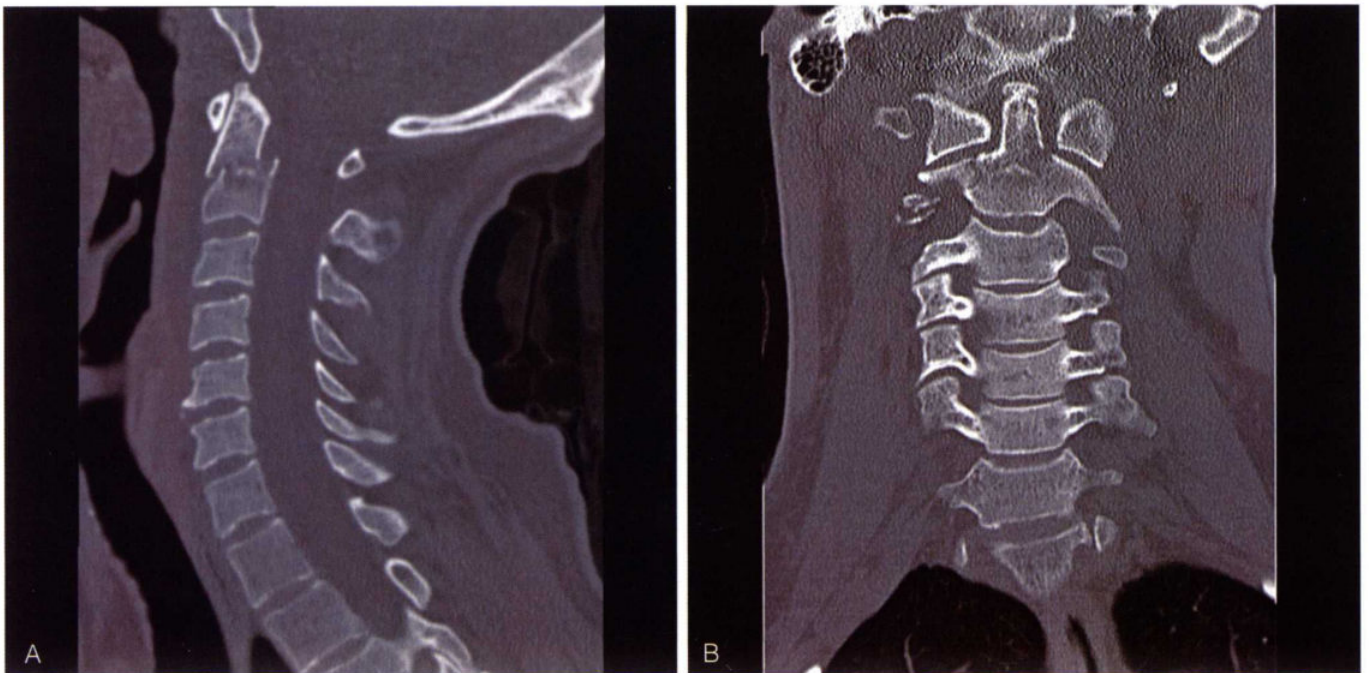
矢状面(A)和冠状面(B) CT显示Ⅲ型齿状突骨折，断端头侧向前滑移7.5 mm
